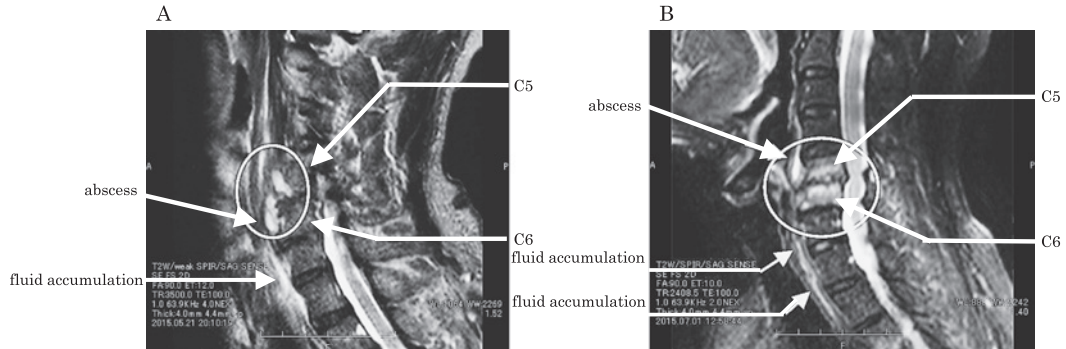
Spine MRI findings on admission (A) and 42 days after admission (B) (high density of T2 weighted images with fat-suppression)
